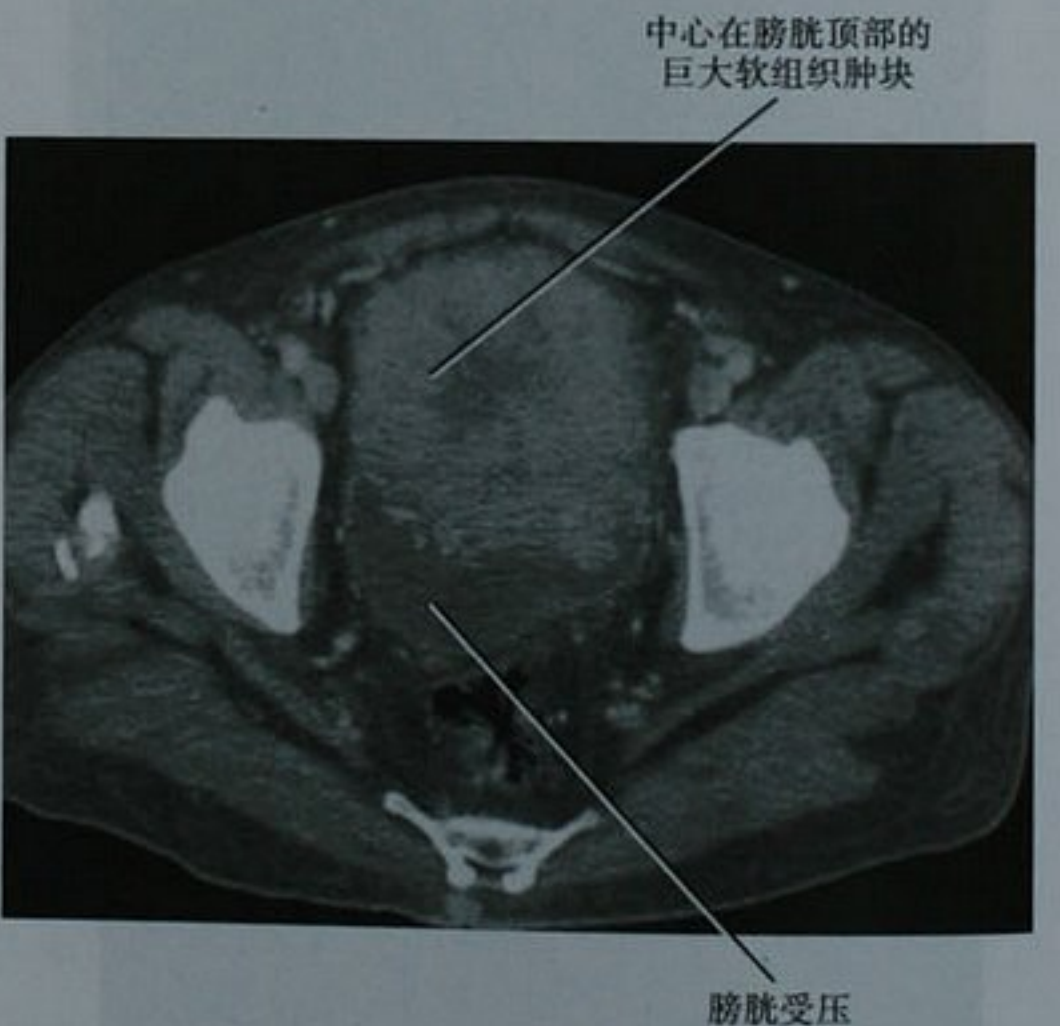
增强 CT 扫描横断位图像显示一个从膀胱顶延伸至前腹壁的巨大不均匀强化肿块。经手术切除后证实为脐尿管癌
